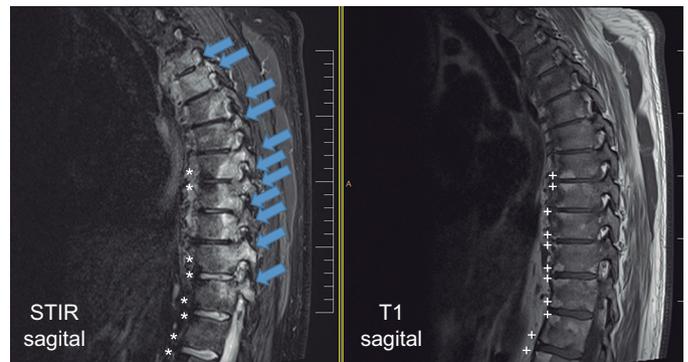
Resonancia magnética de columna dorsal en secuencia STIR (*short time inversion recovery*) y T1 en plano sagital que objetiva hiperintensidad en STIR (flechas gruesas) en esquinas posteriores vertebrales y pedículos, y apófisis que corresponden a edema óseo y metaplasia grasa en las esquinas anteriores vertebrales hipointensas en STIR (asteriscos) e hiperintensos en T1 (cruces).
